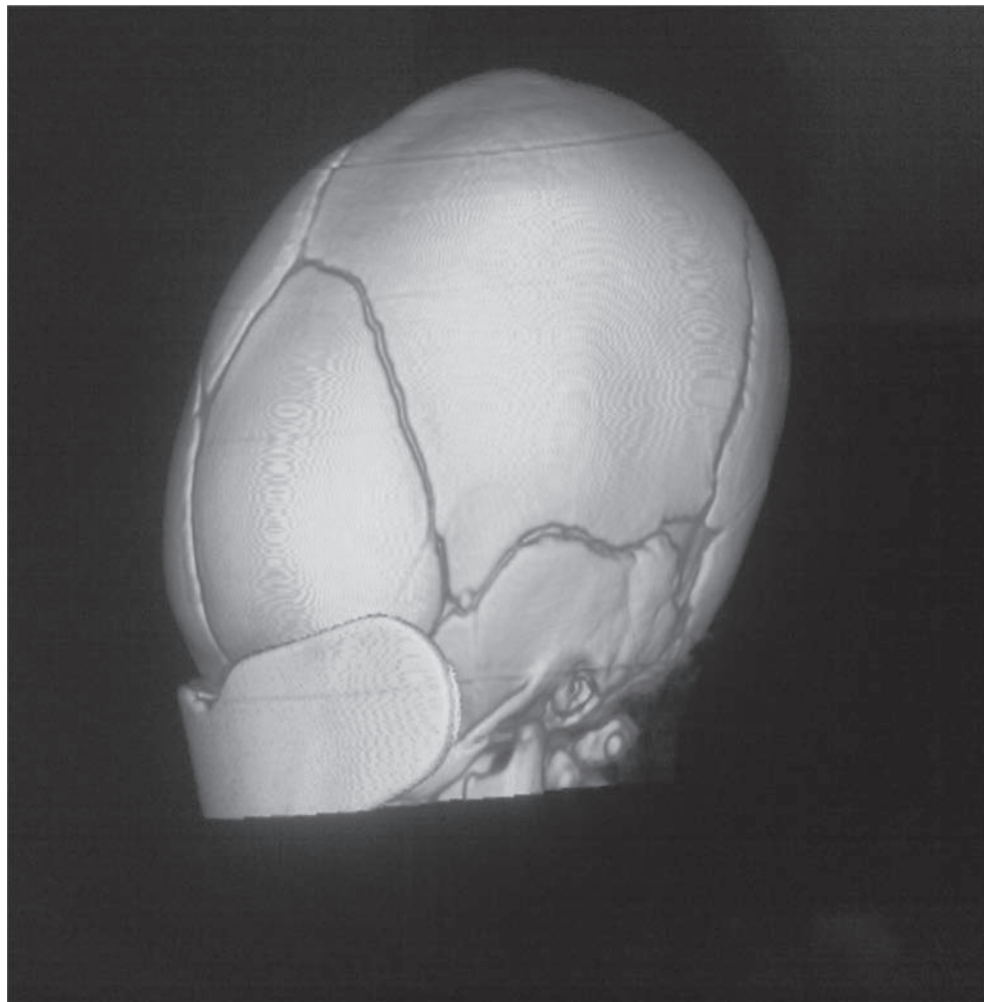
Hueso wormiano en el TC con reconstrucción 3D.
